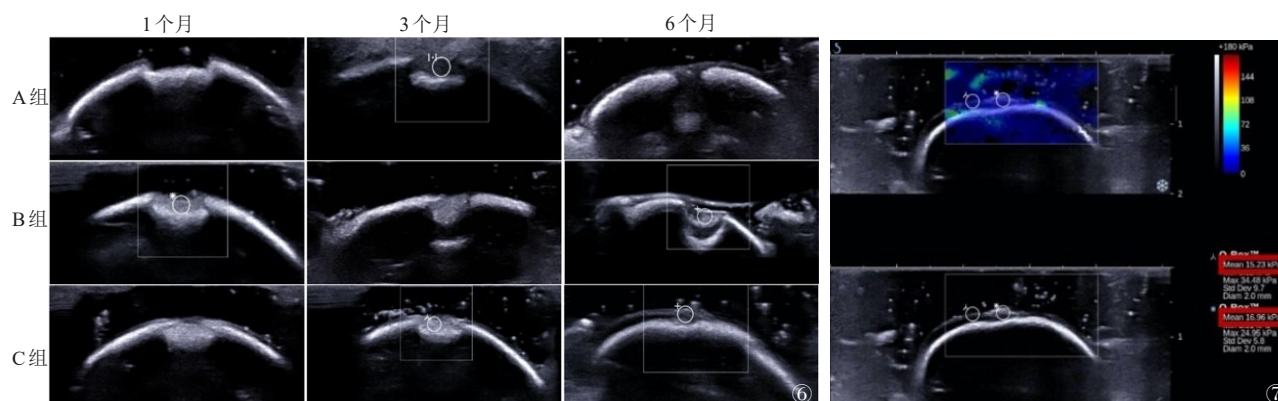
通过超声弹性成像检查,A组的损伤区无组织填充。B组中损伤区可见组织填充,说明移植物未脱落。C组中的移植物经过6个月修复后,可见影像学表现逐渐接近正常软骨 图7 超声弹性成像可初步测量修复区软骨的杨氏模量,间接反映修复软骨的硬度。测量C组的6个月组同一标本修复区弹性模量接近正常,测量最小面积直径为2 mm
